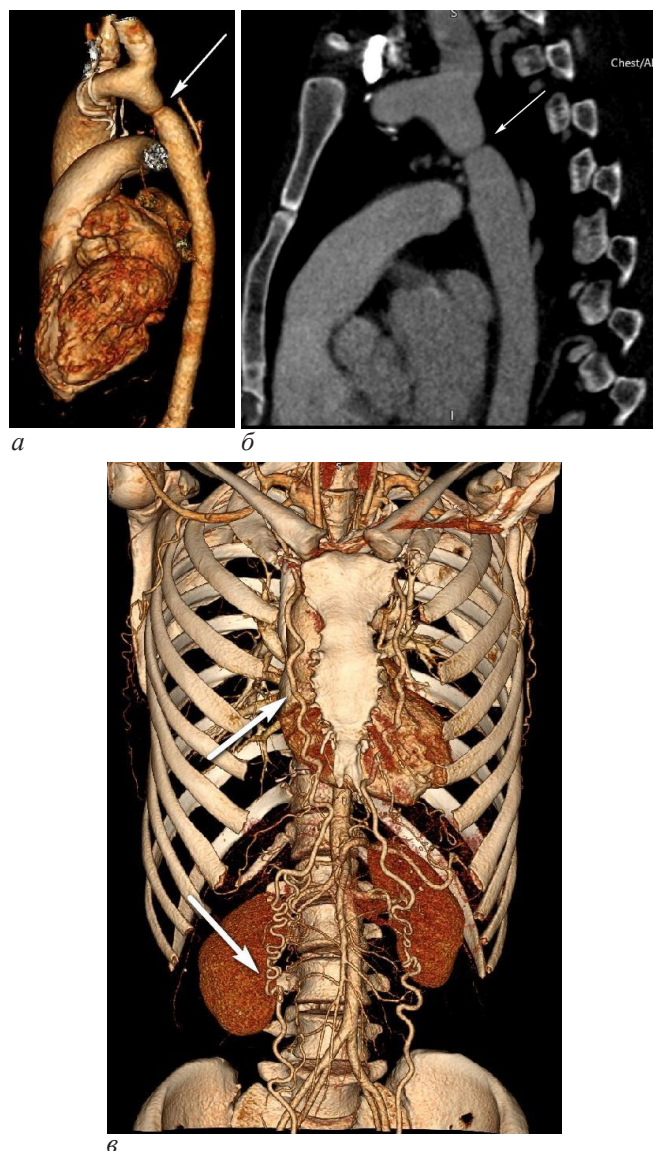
Результаты СКТ-ангиографии пациентки М.: а, б – стрелкой показана КоА; в – стрелками показаны развитые коллатерали внутренних грудных (маммарных) артерий с нижними надчревыми
